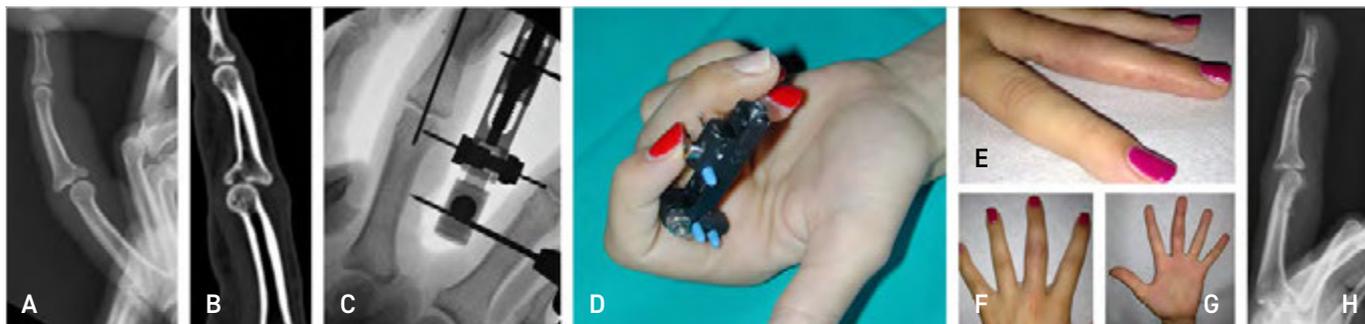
A) Frattura della base volare con sublussazione dorsale P2 III raggio da contrasto a muro. B) Immagine TC. C) Fluoroscopia intraoperatoria. D) Fissatore esterno per consentire mobilizzazione completa 48h dopo l'operazione. E, F, G) Immagini cliniche a 45 giorni. H) RX a 45 giorni che mostra parziale permanenza della sublussazione dorsale e buona guarigione della frattura.
